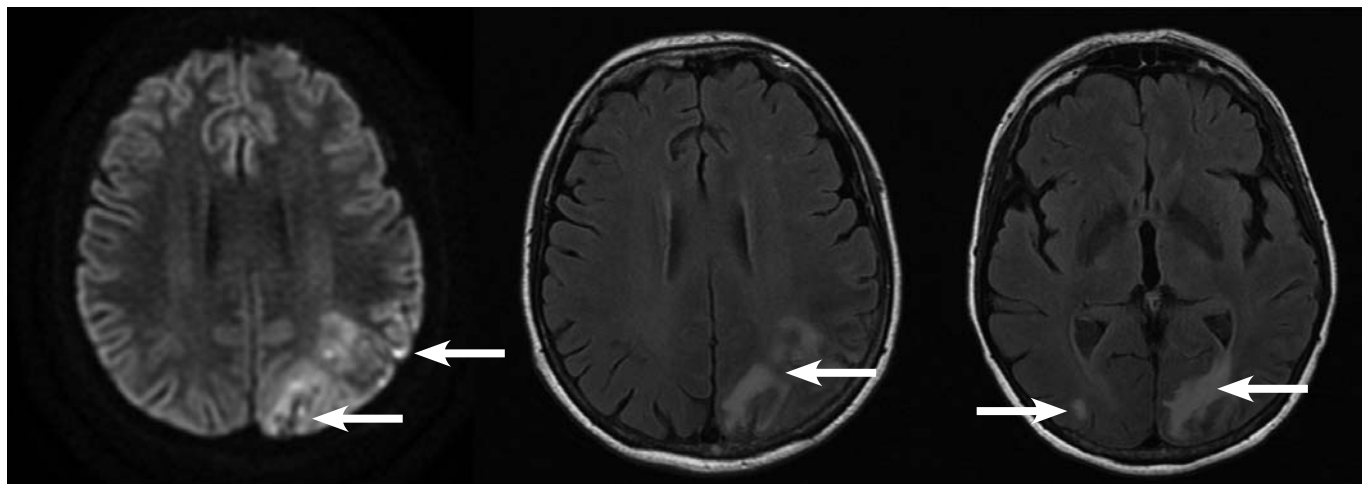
МРТ головного мозга в режиме DWI, T2 Flair. Ишемические изменения правой, левых затылочных долей головного мозга (отмечены стрелками)
